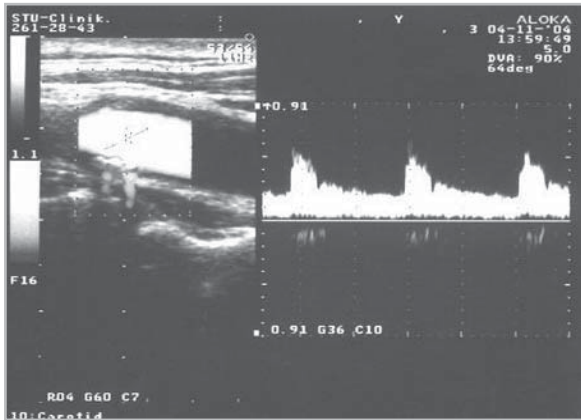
Ультрасонография с цветным доплеровским картированием. Стелющаяся гомогенная бляшка, идентичная кальцификату на рентгенограмме.
